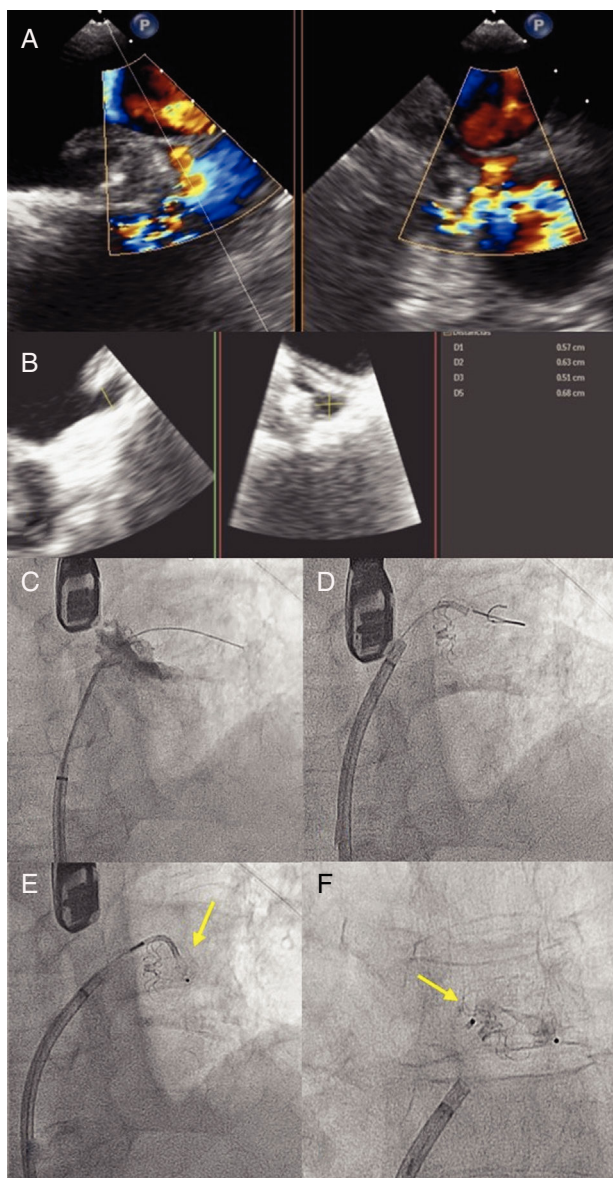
A y B: imagen de ecocardiografía transesofágica; fuga anterosuperior. C-F: imagen de fluoroscopia con maniobra de telescopado que permite la liberación final del dispositivo Amplatzer Vascular Plug II de 8 mm (flechas). Esta figura se muestra a todo color solo en la versión electrónica del artículo.
